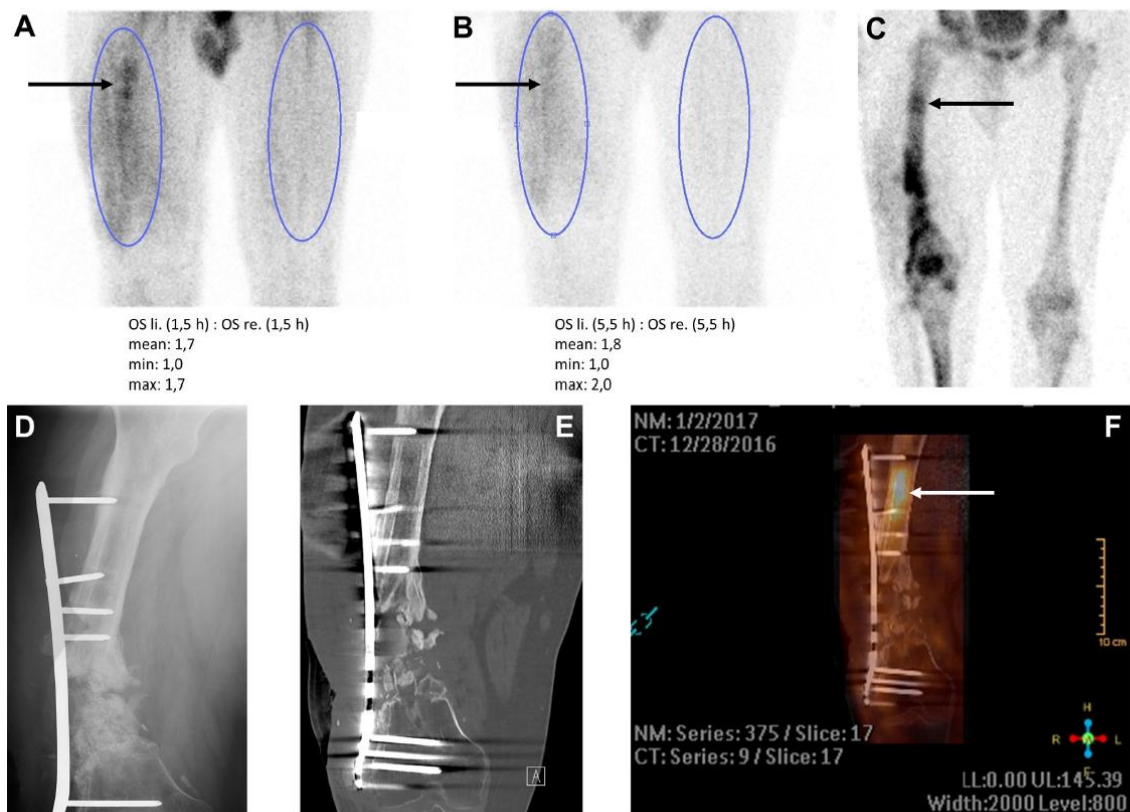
Suspected chronic osteomyelitis of the right femur. Clinical evidence of slough-covered pore measuring 1×1 cm in the distal third of right thigh, laterally; probing extended approximately 3.5 cm distally with contact down to fixation hardware. White cells= $5.72 \times 10^9/L$, C-reactive protein (CRP)=23.4 mg/L. Intraoperative detection of *Enterobacter cloacae* (multidrug-resistant Gram-negative bacteria, 3MRGN). (A, B) Positive antigranulocyte scintigraphy with focus of infection in the proximal third of femur (arrow), targeted static views 1.5 hours after injection (pi) (A) and 5.5 hours pi (B) in right ventral left view (RVL), averaged region of interest (ROI) ratio increasing over the further clinical course from 1.7 to 2.0. (C) Mineralisation phase of three-phase bone scan, targeted static image 2.5 hours pi in RVL view. (D) Radiograph (anteroposterior, AP), absence of bony consolidation of the fracture, loosening of internal plate osteosynthesis. (E) Dual-energy CT, coronary section, overexposure artefacts due to bone fixation hardware and testicular capsule. (F) Secondary fusion of single photon emission CT (SPECT) antigranulocyte scintigraphy and CT, coronary section, evidence of the intramedullary focus of infection (arrow) in screw canal, proximal to non-consolidated fracture.
